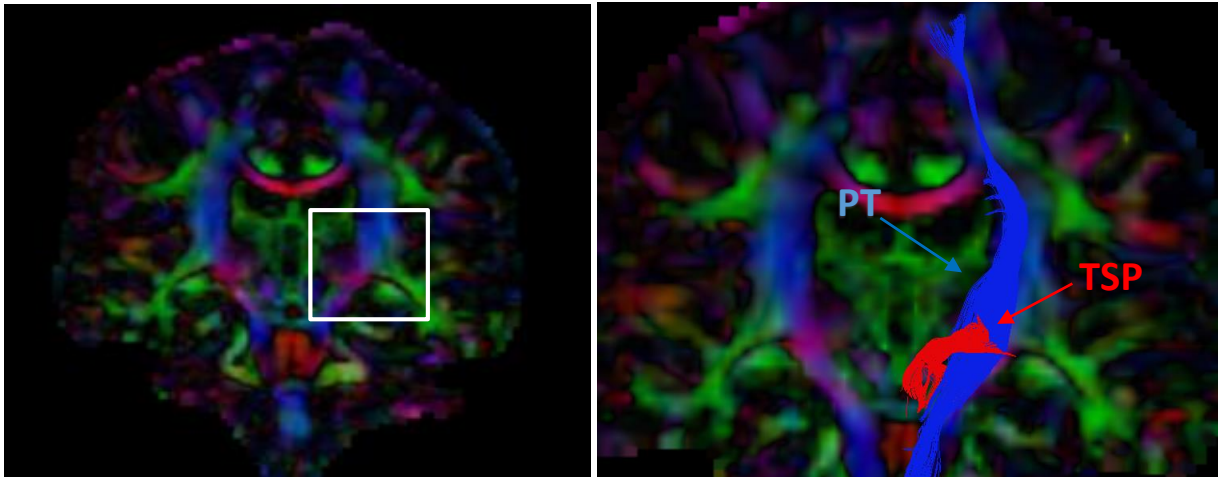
Tractografía DTI de una RM-T2 hecha en 3DSlicer en plano coronal anterior. TP: Tracto Piramidal (azul); TSP: Tracto Subtálamo-Piramidal (rojo).
